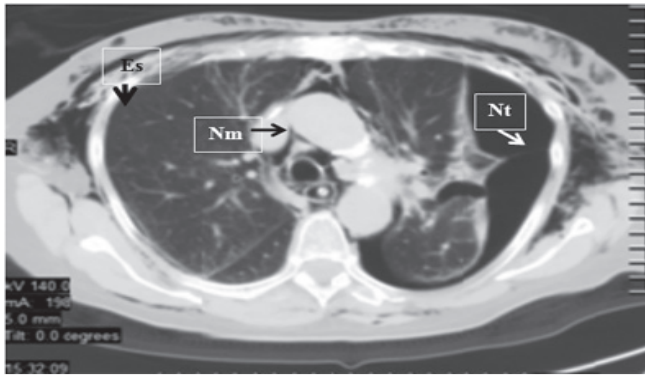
Tomografía de tórax, en ventana pulmonar, se observa presencia de enfisema subcutáneo, neumotórax izquierdo, neumomediastino
